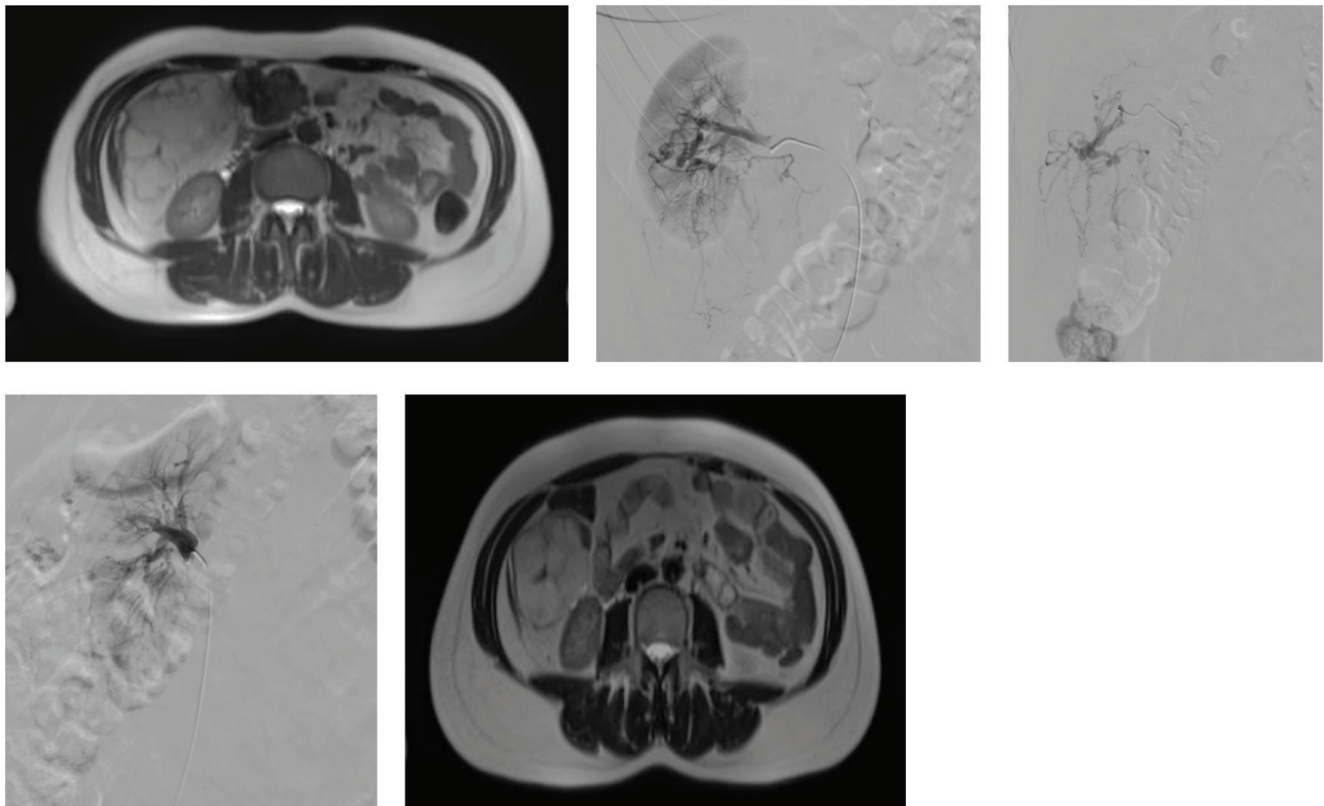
Forty-three year old female patient with a giant (18 cm) right renal AML, a) MR image before embolization reveals a giant exophytic right renal AML, b) selective digital subtraction angiography reveals an exophytic right renal mass with dysplastic vessels, c) feeding artery superselectively catheterized and embolization with microparticles performed, d) Completion angiography shows devascularization of the AML, e) MR image 6 months after embolization demonstrates shrinkage of the tumor
